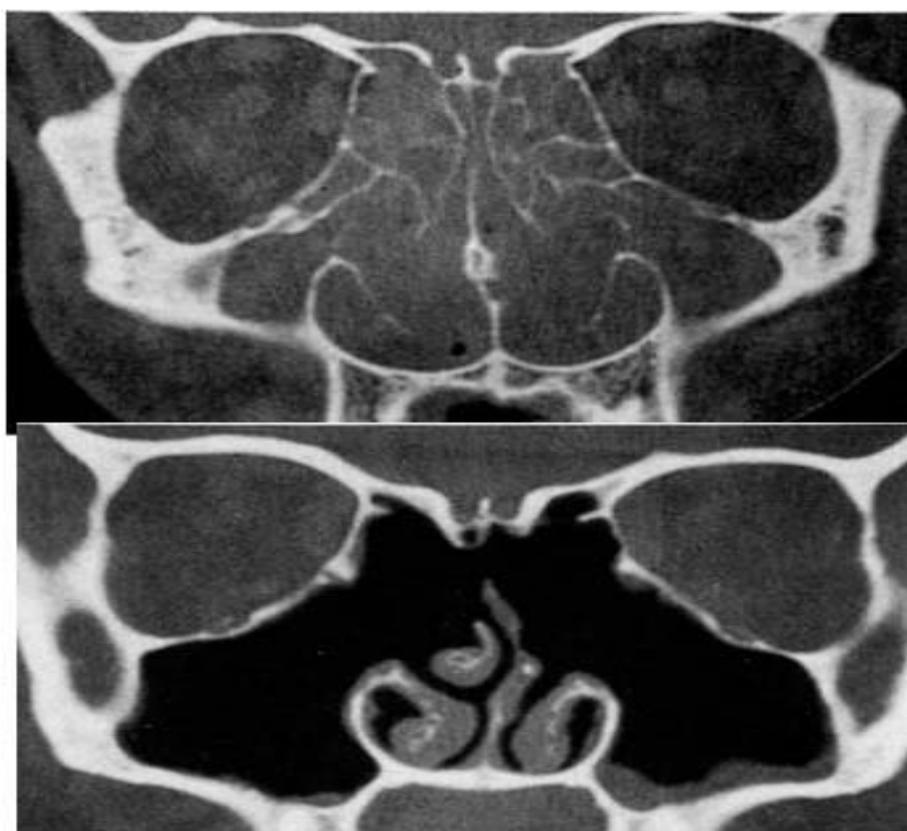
TDM en préopératoire et en post opératoire d'un patient opéré pour polypose nasosinusienne.
